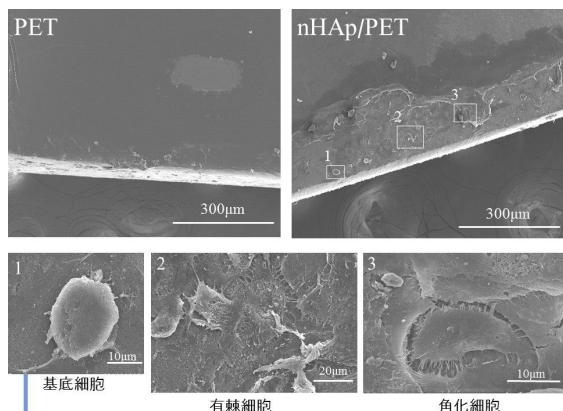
抜去した PET、nHAp/PET 表面の SEM 像
